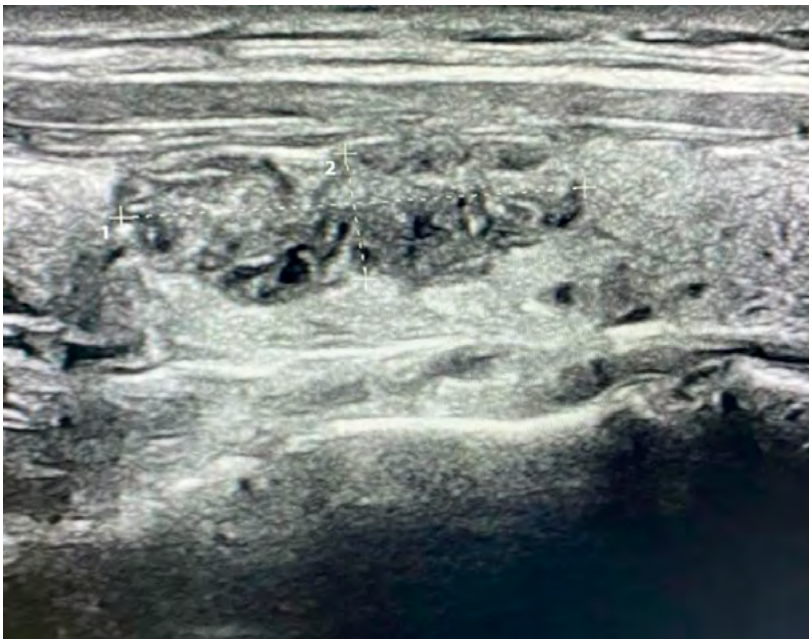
УЗИ-картина токсической аденомы правой доли ЩЖ через 4 года после РЧА
